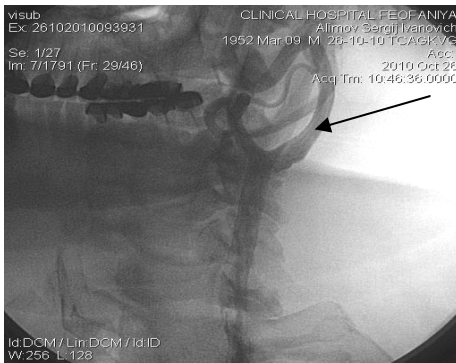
Рентгенконтрастна артеріографія хворого Т. до операції. Візуалізується С-подібна звивистість лівої Вса (стрілка).
